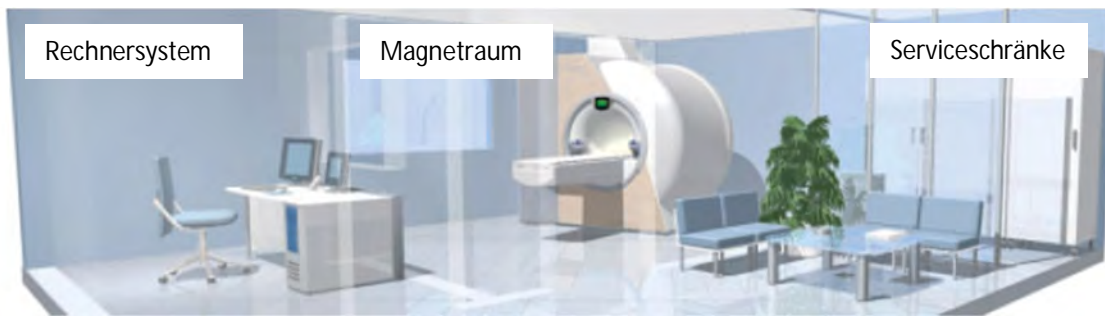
Räumliche Anordnung der Komponenten einer MRT-Anlage (In Anlehnung an Siemens Medical 2003, S. 26)
